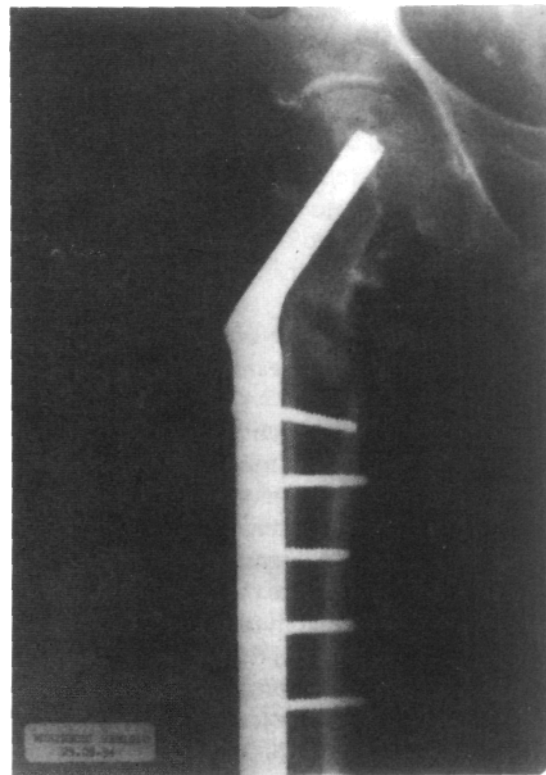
Radiografía de cadera con osteotomía de Sarmiento (frente). Clavo-placa de Jewett.
